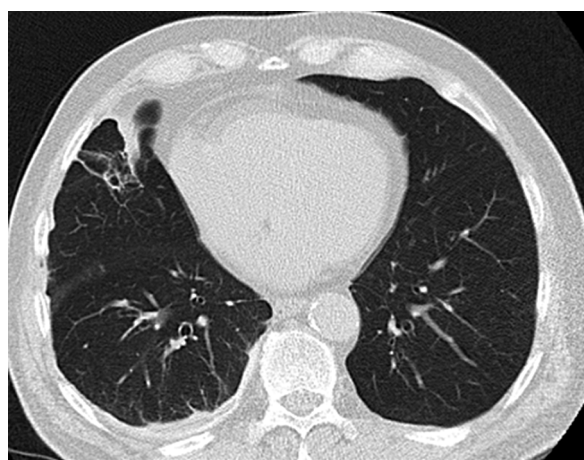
Tomografia komputerowa klatki piersiowej z kontrastem (luty 2021): Płyn w prawej jamie opłucnowej (maksymalna szerokość warstwy do 18 mm), stan po pleurodezie. W płacie środkowym płuca prawego guz wielkości 52 x 61 mm przylegający do opłucnej płucnej i śródpiersiowej
